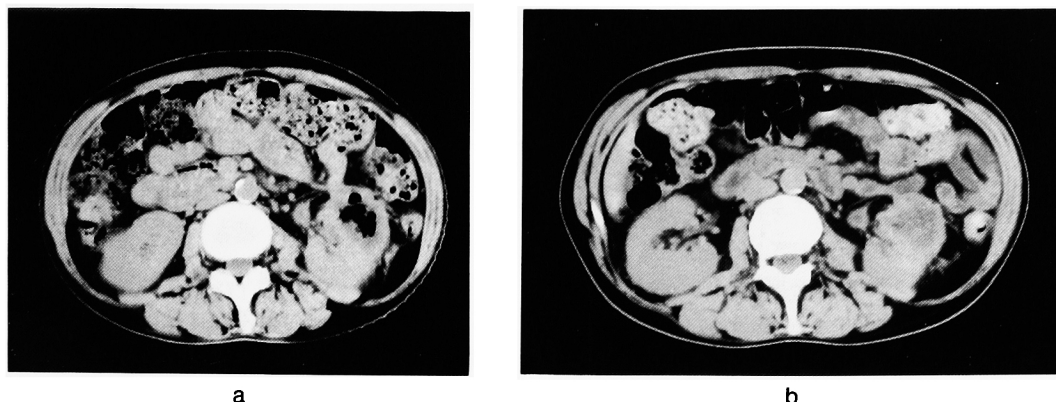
Changes of CT images after the antibiotics therapy. a) Emphysematous change was dramatically improved after 3 months. b) Gas in the renal parenchyma almost resolved after 4 months from the start of the treatment.
